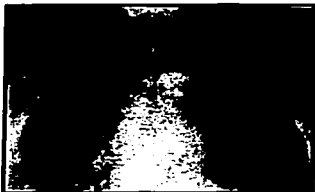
Radiografía Antero-posterior de torax que muestra sonda de traqueostomía bien colocada varios cm arriba de carina.
